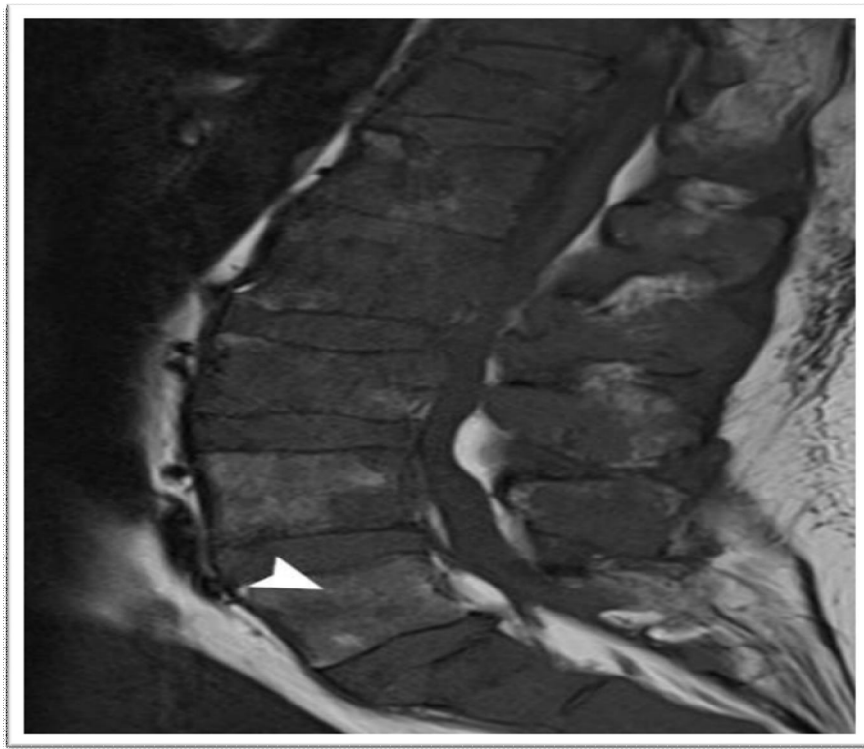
IRM de la colonne vertébrale lombaire (coupe sagittale T1) montrant une infiltration diffuse de la moelle osseuse vertébrale qui apparaît en hyposignal T1 ; seule la vertèbre L5 (tête de flèche) conserve un signal normal[48].
